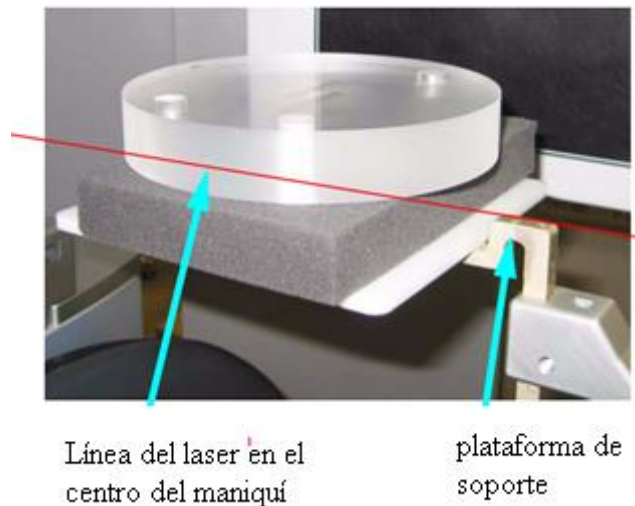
Imagen de un maniquí del equipo i-CAT para prueba de exactitud de número de CT y de resolución. Fuente: colección de los autores
